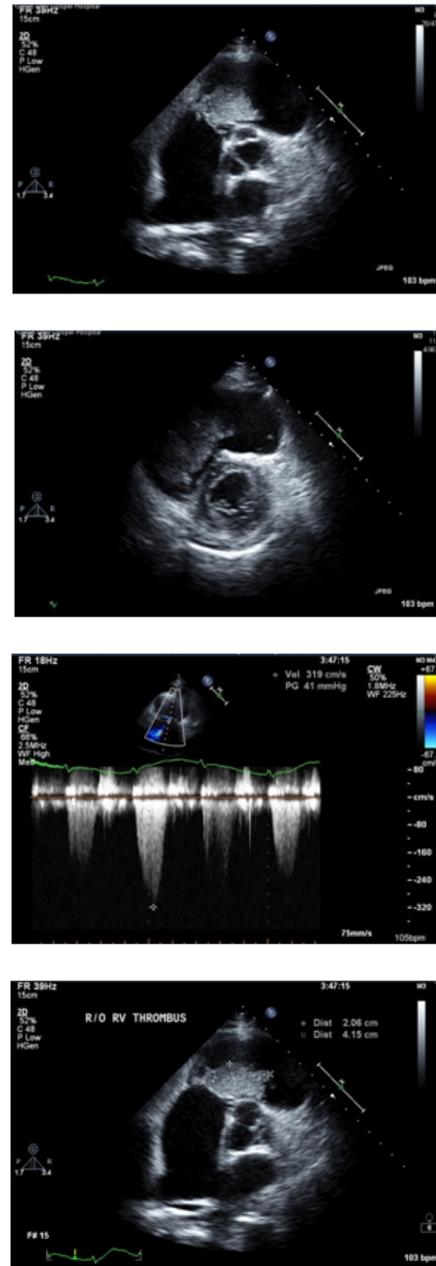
Trans-thoracic echocardiography shows a large mobile thrombus in right ventricle and an increased tricuspid regurgitant pressure gradient.
